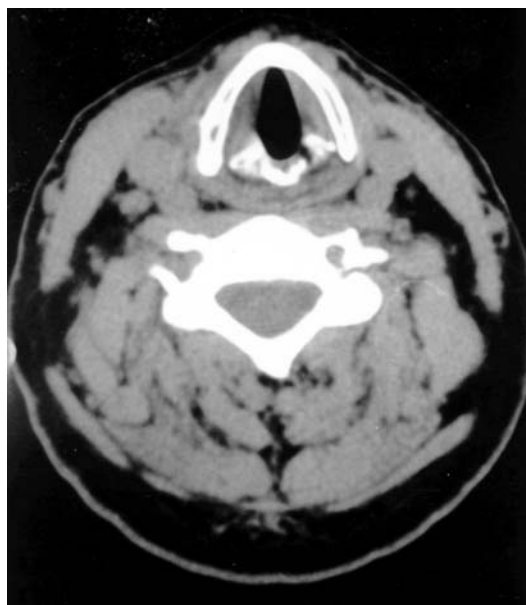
Tomografía axial computerizada de laringe y cuello (cortesía del Dr. D. Antonio Luna). El corte pasa a nivel de la glotis y en él se aprecian las cuerdas vocales en abducción, los aritenoides, el cricoides y el tiroides. Se ven muy bien el constrictor inferior de la faringe, que se extiende de un asta a otra del tiroides, y el plano prevertebral. La luz de la hipofaringe es casi virtual. Lateralmente se ven los músculos esternocleidomastoideos, los paquetes vasculares y alguna adenopatía de aspecto trivial.
